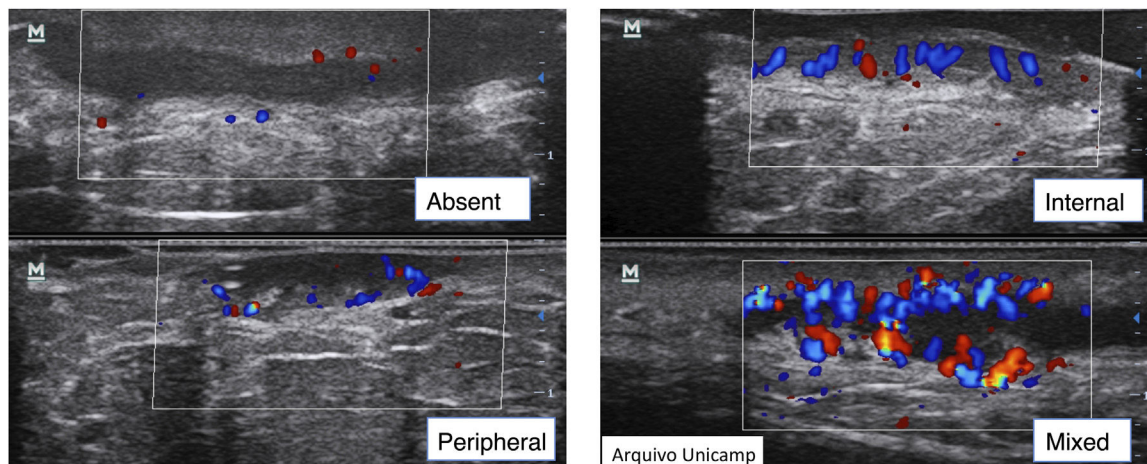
Tipo de vascularização ao Doppler.
